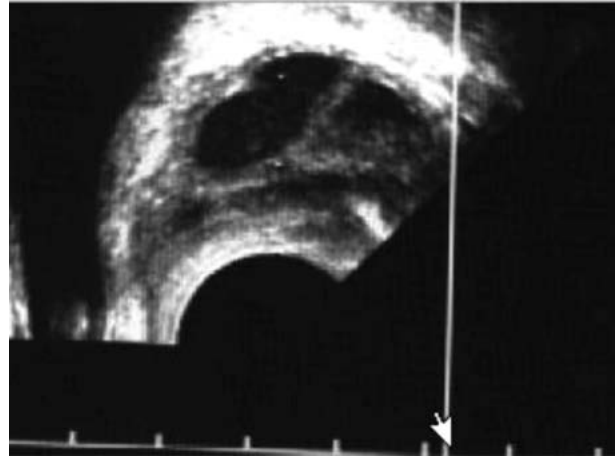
Transvajinal USG ile üretranın her iki yan kısmında kistik yapı şematize edilmiştir.
